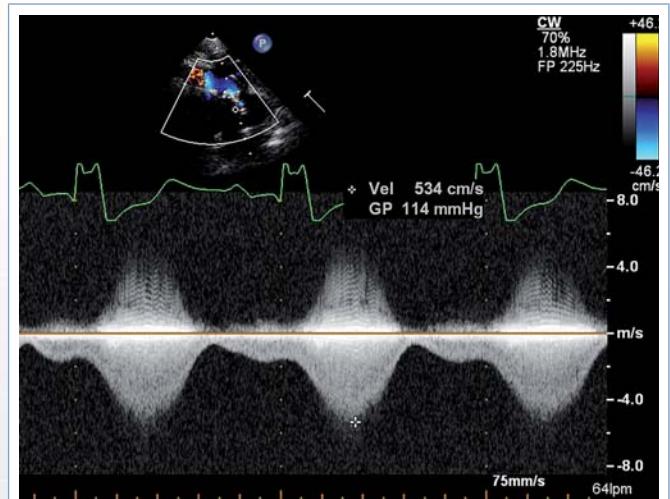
Doppler continuo a través del homoinjerto, cuyo gradiente alcanza 114 mmHg
